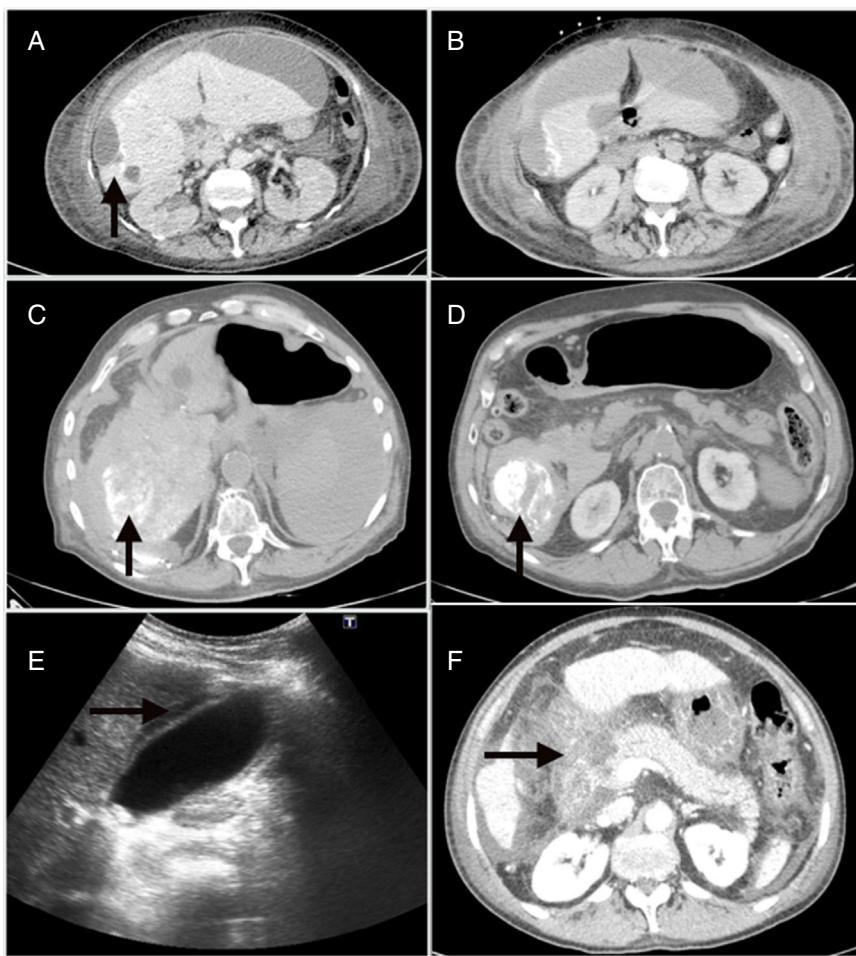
A) absceso hepático posquimioembolización. B) Colección perihepática subcapsular que se continúa con la lesión periférica del segmento 6. C) Hemoperitoneo que ocupa predominantemente el flanco derecho. D) Focos de lipiodol extravasado hacia la cavidad abdominal. E) Ecografía abdominal con signos de colecistitis aguda. F) Necrosis extensa de la cabeza pancreática asociada a necrosis de la grasa peripancreática y de la raíz del mesenterio.
